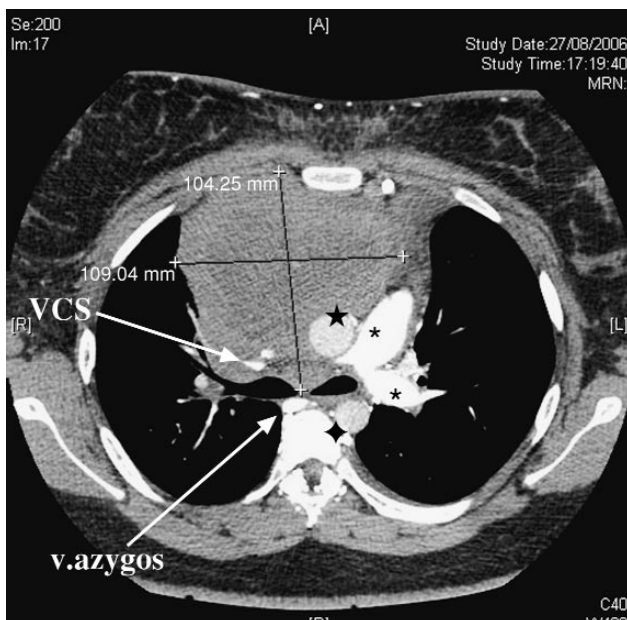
Computertomografie van de thorax: mediastinale massa met compressie op de v. cava superior (VCS).
